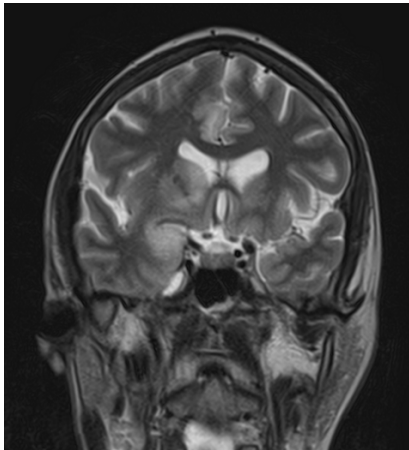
МРТ головного мозга от 20.09.2023 г. Режим FLAIR. Зона гиподенсивной плотности в парагипокампальной области справа с нечеткими контурами размером до 36×26 мм
